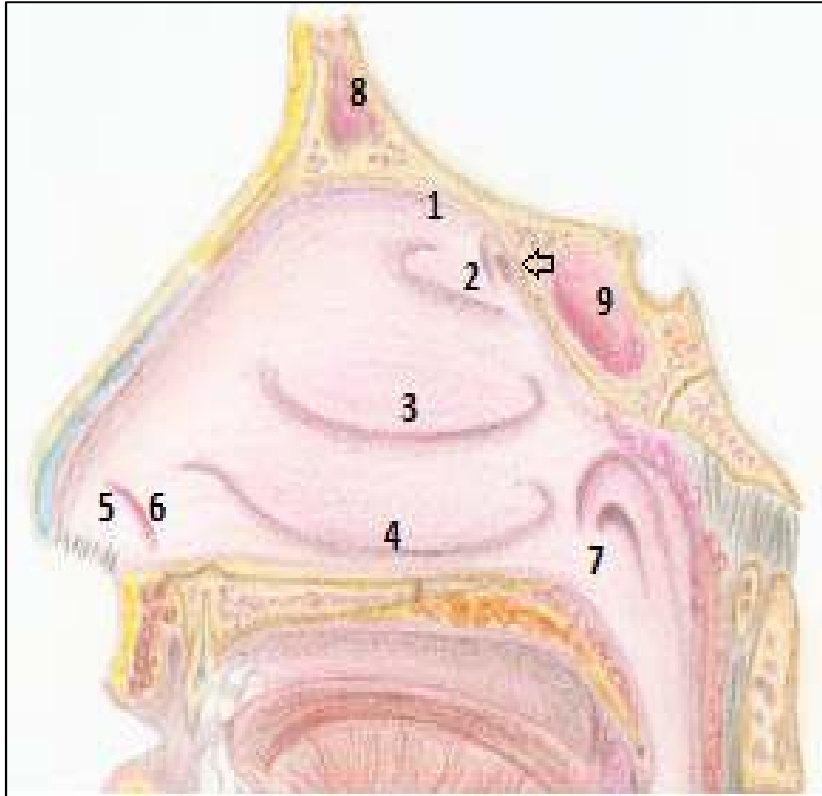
MUCOSA NASAL. 1- REGIÃO OLFACTÓRIA; 2- CONCHA NASAL SUPERIOR, COM SEU RESPECTIVO MEATO ABAIXO; 3- CONCHA NASAL MÉDIA COM SEU RESPECTIVO MEATO SUBJACENTE; 4- CONCHA NASAL INFERIOR COM O MEATO INFERIOR ABAIXO. 5- VESTÍBULO NASAL LIMITADO PELO LÍMEN NASAL (6)- OBSERVAR AS VIBRISSAS (PELOS). 7- COANAS; 8- SEIO FRONTAL E 9- SEIO ESFENOIDAL.
